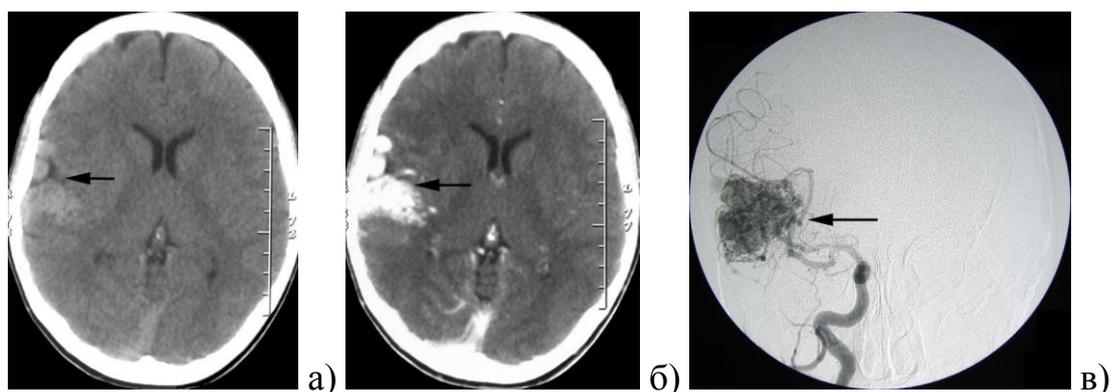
Диагностика АВМ при КТ: а) мальформация правой височной доли при КТ без контрастирования (указана стрелкой) имеет изоденсивную плотность; б) при КТ с контрастированием определяется интенсивное накопление контрастного препарата АВМ (стрелка); в) АВМ при каротидной ангиографии в прямой проекции (стрелка).
